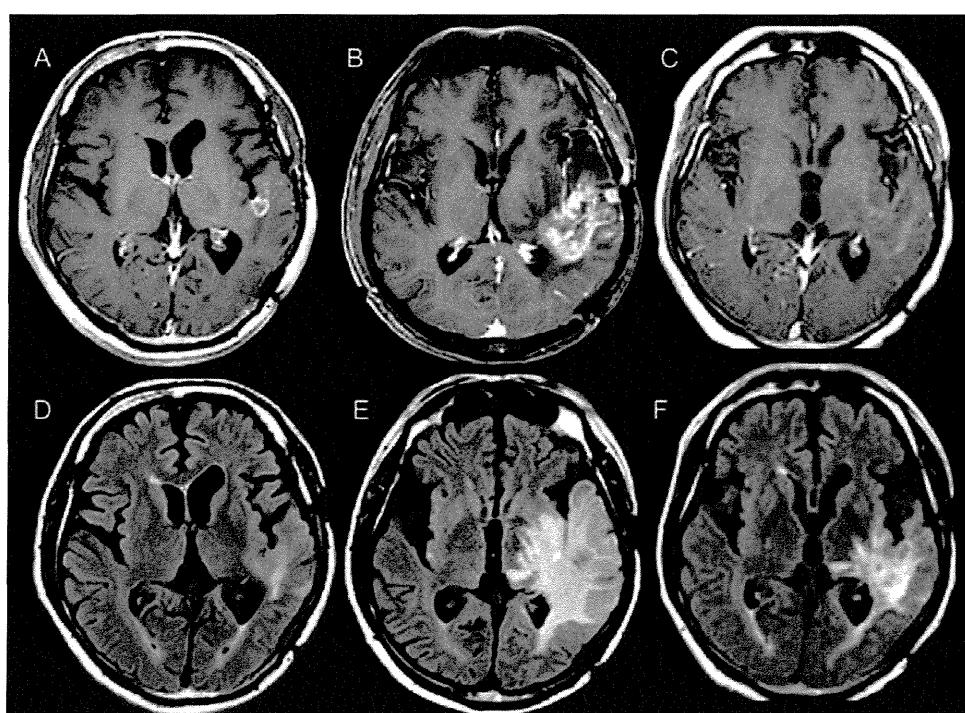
Periodic MRI changes in case 1. (A–C) Gd-enhanced T1-weighted MRI. (D–F) FLAIR MRI. (A and D) Just prior to BNCT; (B and E) 4 months after BNCT; (C and F) 7 months after BNCT (3 cycles after initial bevacizumab treatment).
